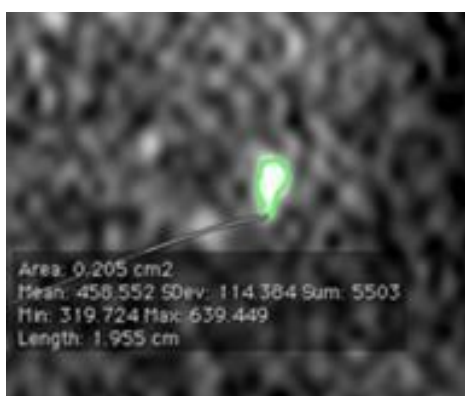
Exemplo de colocação de ROI num CDI em imagem DWI $b=1000s/mm^2$. Verifica-se o ajuste do contorno da ROI à lesão em estudo. O programa *Osirix* fornece informação sobre a intensidade média do seu sinal em unidade arbitrárias.
